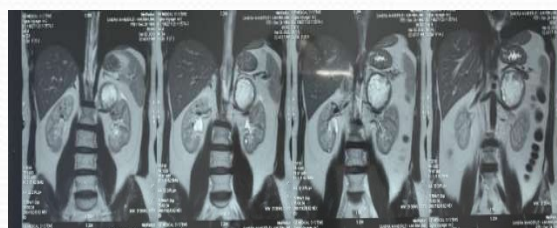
Ressonância Magnética de abdome
